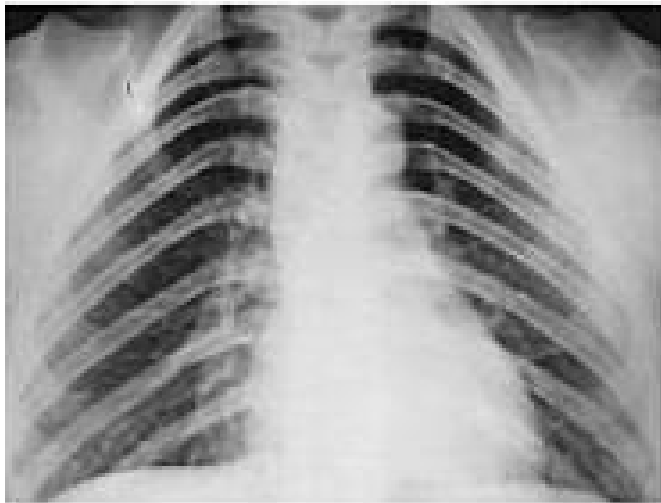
Y 35. Radiografías mostrando aplasia claviclar.⁷
